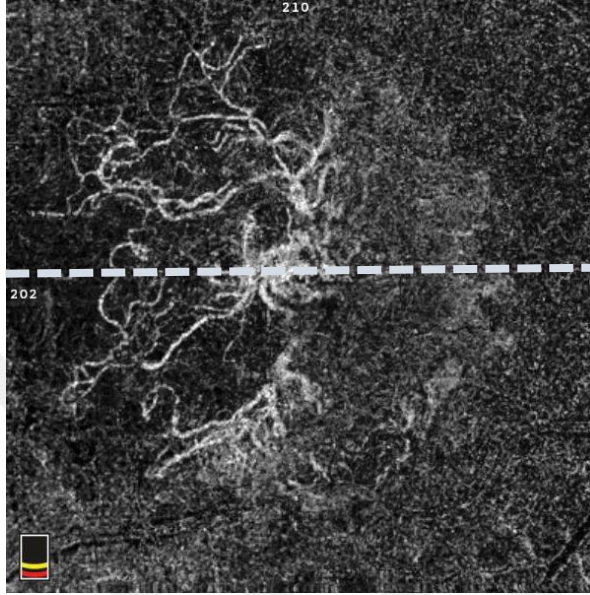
Kantitatif Analiz Basamakları: A. Manuel segmentasyon ile uygun optik koherens tomografi anjiografi kesitinin elde edilmesi (Beyaz kesikli çizgi ile B-tarama görüntüsünün oluşturulduğu kesit işaretlenmiştir) B. Koroidal neovasküler membranın arka plandan ayrıştırılması C. Angiotool programı ile vasküler yapının rekonstrüksiyonu: Vasküler ağ yapısı yeşil çizgi ile, damarlar kırmızı çizgi ile, damar bağlantıları mavi noktalar ile işaretlenmiştir.
